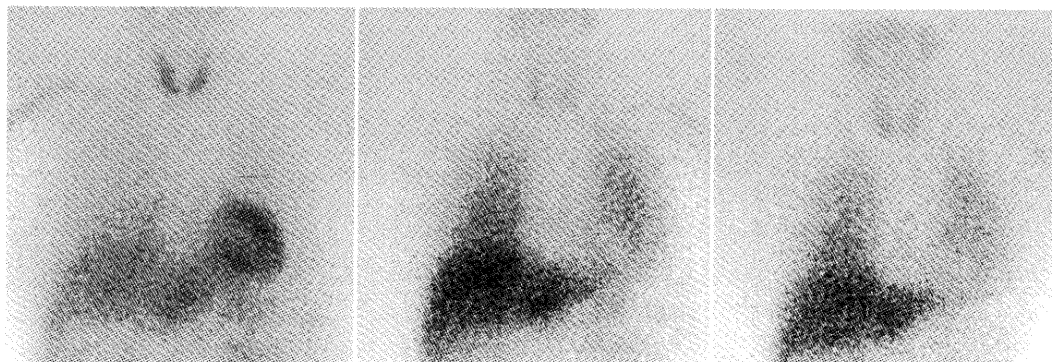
Myocardial scintigraphy with $^{201}\text{TlCl}$ (a : Early image) shows normal uptake in myocardium, but improvement of myocardium uptake globally as compared to the last study. Myocardial scintigraphy with ^{123}I -MIBG (b : Early image, c : Delayed image) shows diffuse low uptake in myocardium yet the time of discharge.
